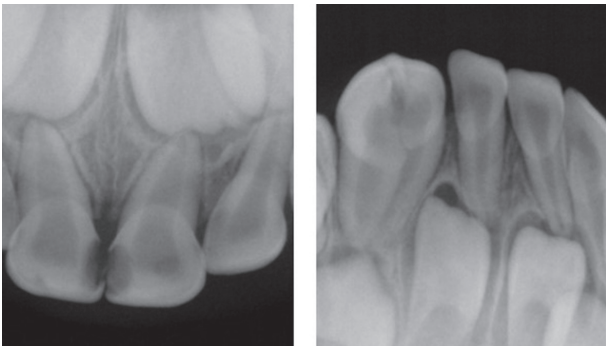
Intraoral radiographs before treatment.
